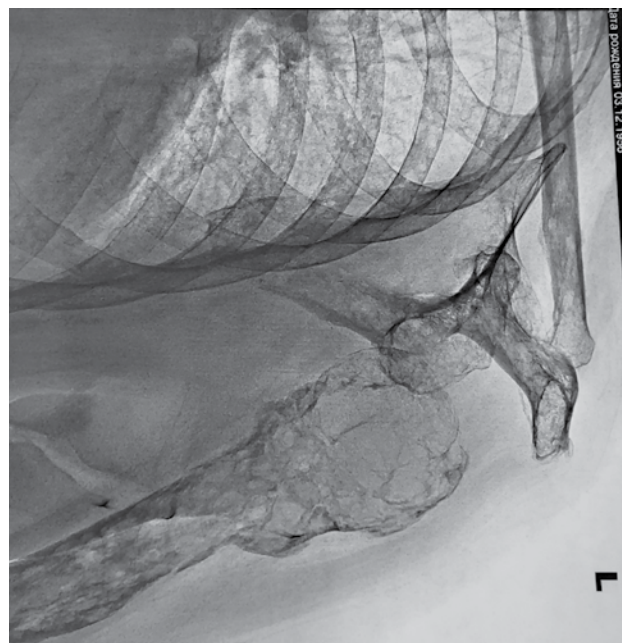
Рентгенография левого плечевого сустава
